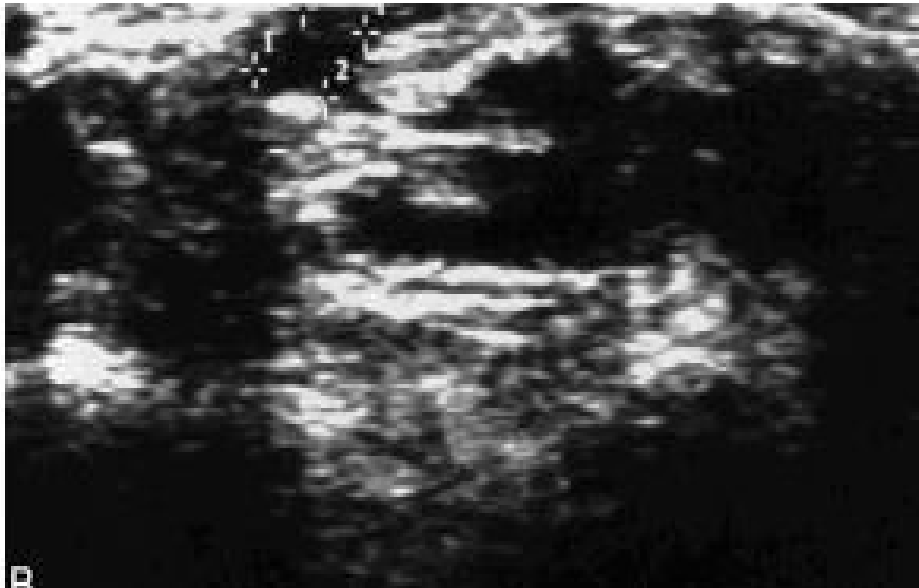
Examen transversal du poignet par échographie montrant un nerf médian normal
